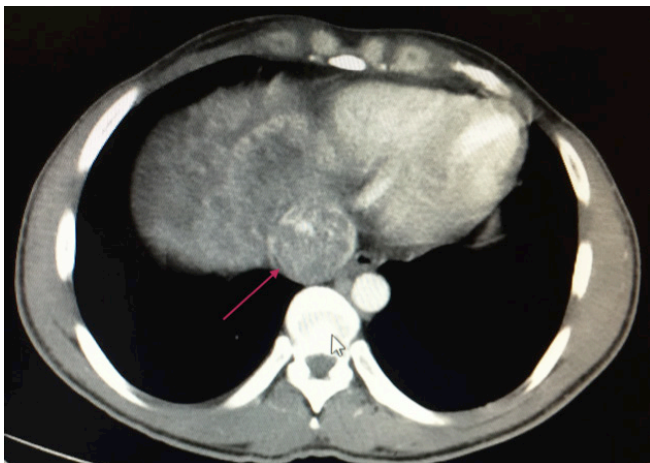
TC de tórax y abdomen.
